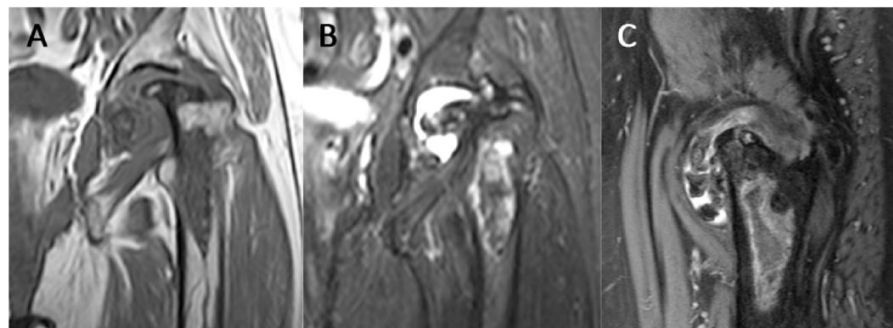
MR images of the same patient as in figure 3. (A) Coronal T1, (B) coronal T2 SPAIR and (C) sagittal T2 SPAIR-weighted MR images of the left hip showing extensive avascular necrosis of the femoral head with advanced secondary degenerative arthritis.
